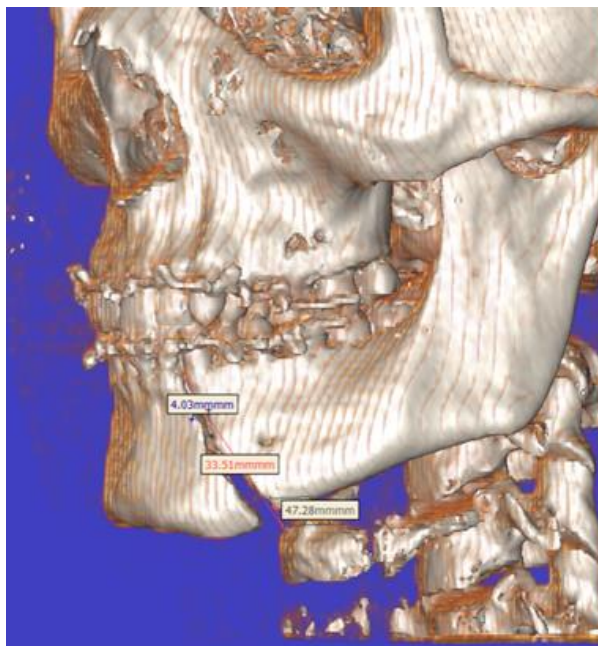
КТ пацієнта І., 46 р., і/хв. №10452 до оперативного втручання
